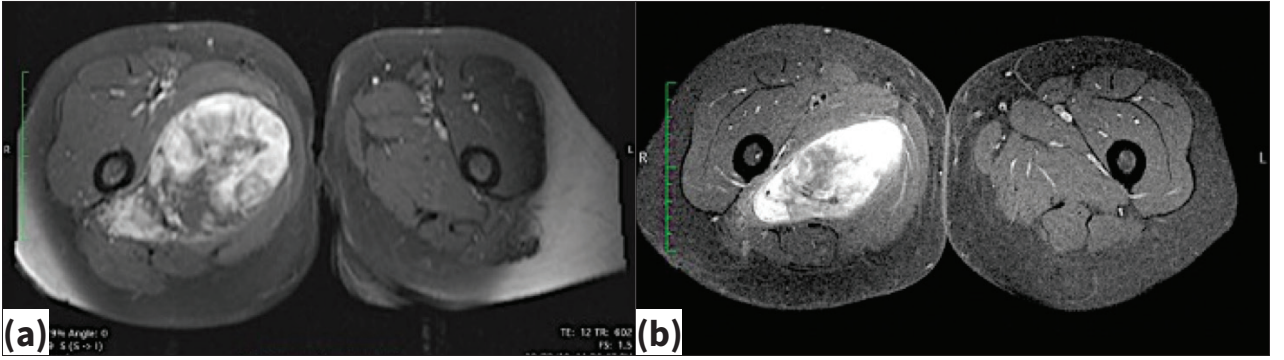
a-b. Sağ uyluk medialinde metastatik olmayan yumuşak doku sarkomu (LS) tespit edilen hastanın, tedavi öncesindeki (a) ve ameliyat öncesi adjuvan radyoterapi (36 Gy) sonrası (b) MRG'sinde, tümör boyutlarında küçülme görülmektedir.
